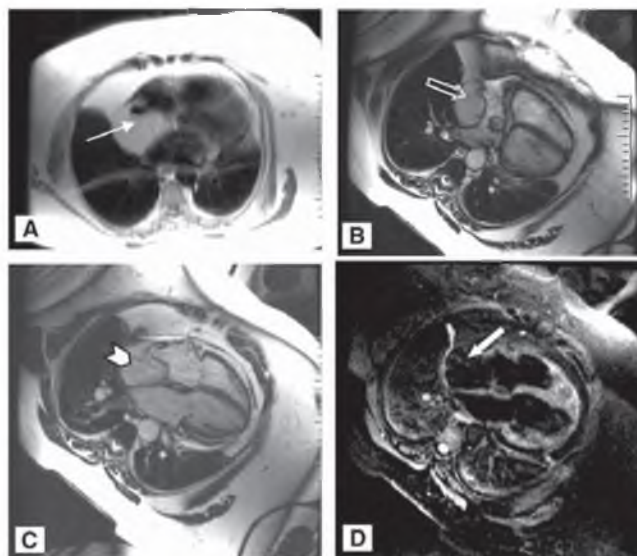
39-летнему мужчине, имевшему на протяжении нескольких месяцев жалобы на хронический кашель и сдавливание в верхнем отделе дыхательных путей, выполнена КТ, выявившая образование в средостении. Медиастиноскопия/биопсия выявила мелкоклеточную карциному, но ее проксимальность к структурам сердца была неясной. По данным МРТ визуализации отмечена инвазия опухоли через перикард и глубоко в полость правого предсердия (стрелки). (А) Изображение SSFP. (В) и (С) T2 взвешенные изображения, демонстрирующие внесердечное образование. (С) Многодольчатая структура инвазирующей опухоли. (D) РЧ тегирующее ткань изображение демонстрирует механические свойства опухоли и ее взаимоотношения с миокардом.
